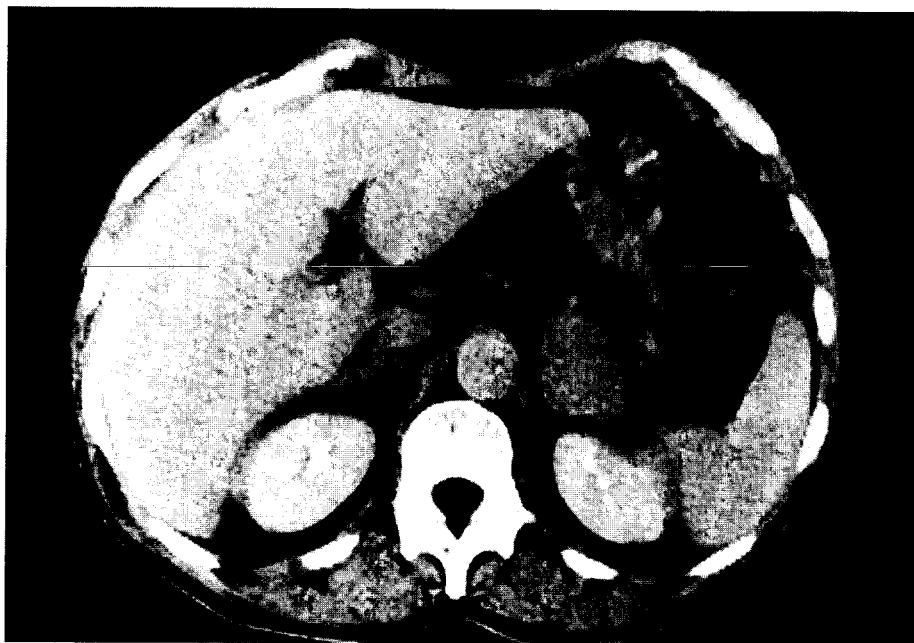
«Metástasis adrenales». Paciente con Neo pulmonar, en TC por estadiaje de ambas adrenales (flechas) aumentadas de tamaño. La punción citológica fue compatible con metástasis.
